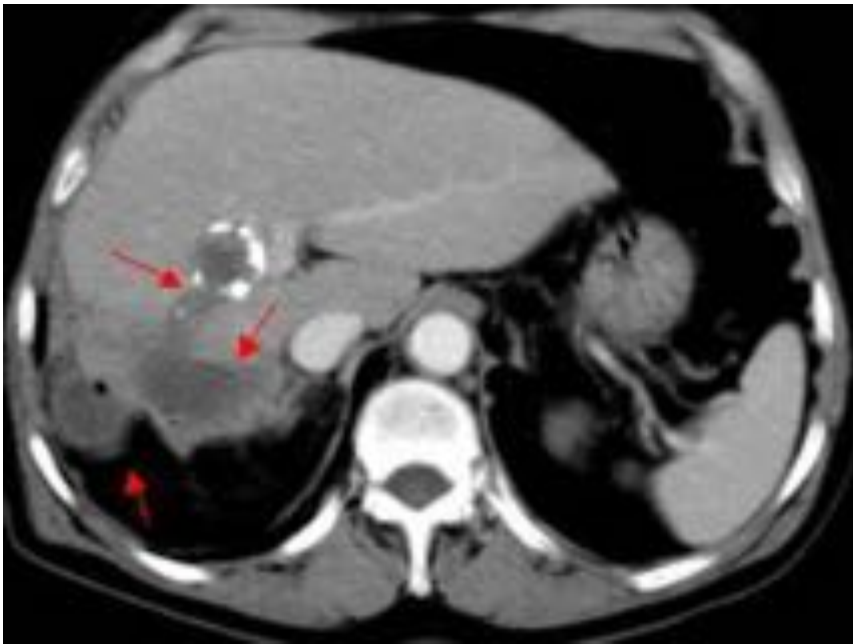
Quiste hidatídico infectado. El paciente presentaba fiebre, leucocitosis y dolor en el cuadrante superior derecho. En la imagen de TC con contraste se aprecia un quiste hidatídico con pared parcialmente calcificada y signos de ruptura, con dos colecciones hipodensas mal definidas, una de ellas exofítica con burbujas de gas en su interior, compatibles con absesos.
